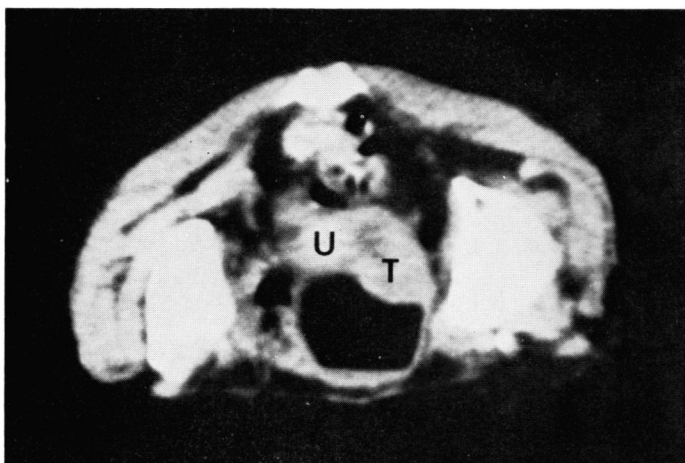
Case 25. Prone CT scan shows broad-based tumor on right posterior wall of bladder. The tumor extension makes interposed fat very obscure and involves uterus. This view is decided as stage D. (T : tumor, U : uterus)
